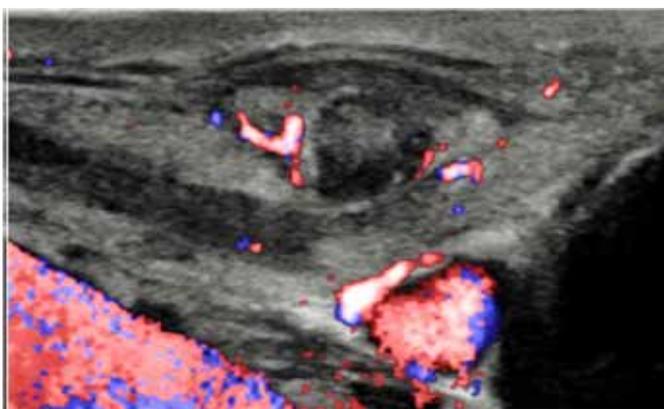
Em inserção distal do ECM direita, espessamento em padrão nodular, heterogêneo, com captação de fluxo ao estudo Doppler e aumento da ecogenicidade da gordura adjacente.
